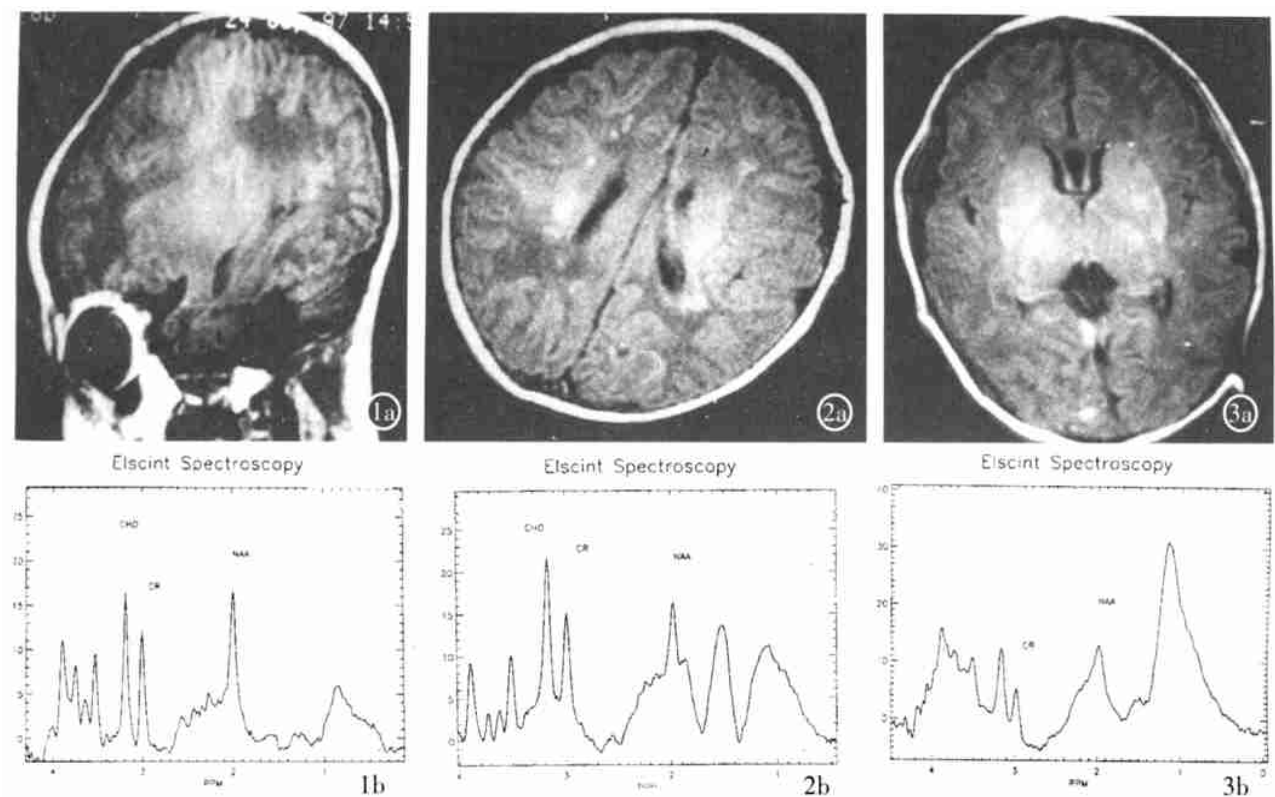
男, 8d。LAC/ Cr= ~ Naa/ Cr= 1. 914 Cho/ Cr= 1. 301 MI/ Cr= 0. 842 Glu/ Cr= 0. 5302, 轻度 HIE 表现: T₁WI 620/ 12 (TR/TE) 皮层深部沿脑回迂曲条状高信号。b 1H MRS: 轻度表现, 符合 MRI 的表现, Naa/ Cr= 1. 9, Cho/ Cr= 1. 3, MI/ Cr= 0. 84, Glu/ Cr= 0. 53 图 2a 男, 11d。LAc/ Cr= 1. 74 LIP/ Cr= 1. 65 Naa/ Cr= 1. 43 Cho/ Cr= 1. 64 中度 HIE 表现: T₁WI 620/ 12, 深部白质内可见点状高信号沿侧室背侧可见斑片状高信号。b 1H MRS: 中度表现, 符合 MRI 表现, Lac/ Cr= 1. 74, NAA/ Cr= 1. 43, Cho/ Cr= 1. 64 图 3a 男, 4d。足月胎头吸引分娩, 生后窒息 6~ 7min。次日开始抽筋, 反应差, 弹足 10 次不哭, 总产程 26h。肌张力强, 生后昏迷吸吮困难。Naa/ Cr= 5. 646 MI/ Cr= 2. 318 CHO/ Cr= 2. 089 Glu/ Cr= 0. 6095 Lac/ Cr= 23. 182 重度 HIE 表现: T₁WI 620/ 12, 两侧基底节高信号内囊后肢正常高信号消失而呈低信号。b 1H MRS: 重度表现, 符合 MRI 表现, Lac/ Cr= 23. 18, Naa/ Cr= 5. 65, Cho/ Cr= 2. 09, MI/ Cr= 2. 32, Glu/ Cr= 0. 61
